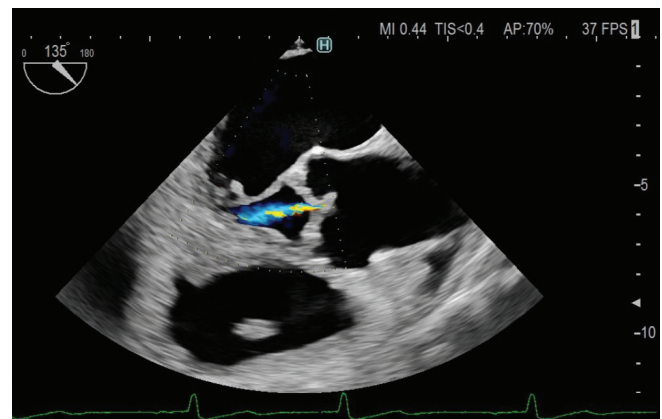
Transesophageal echocardiography shows a quadricuspid aortic valve.
